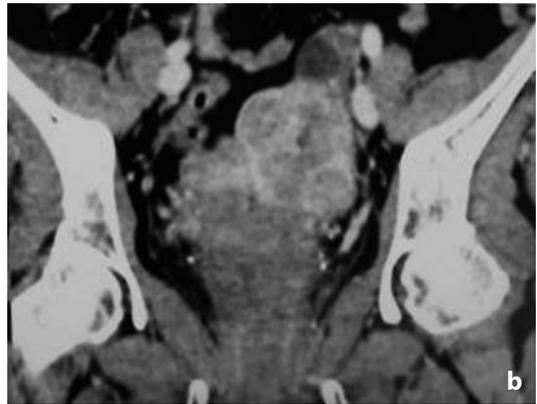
Tomografia computerizzata. Leiomiomi multipli intramurali in utero bicornue unicorne, i cui profili risultano deformati. Dimostrazione assiale (a) e ricostruzione coronale (b)
